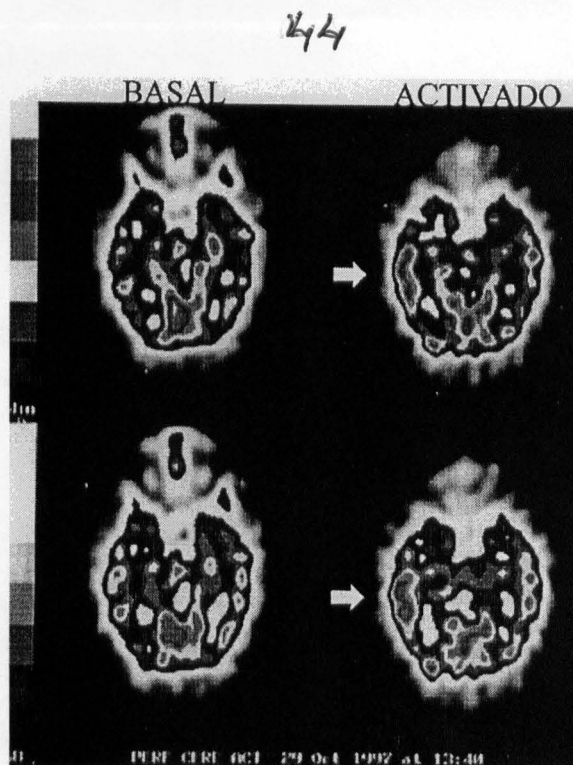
Se muestra la imagen (SPECT) obtenida durante la realización de una prueba de repetición lingüística, en un paciente zurdo. Obsérvese la hiperfusión sobre las regiones temporales derechas (activado) respecto de la imagen basal y del hemisferio contralateral.
